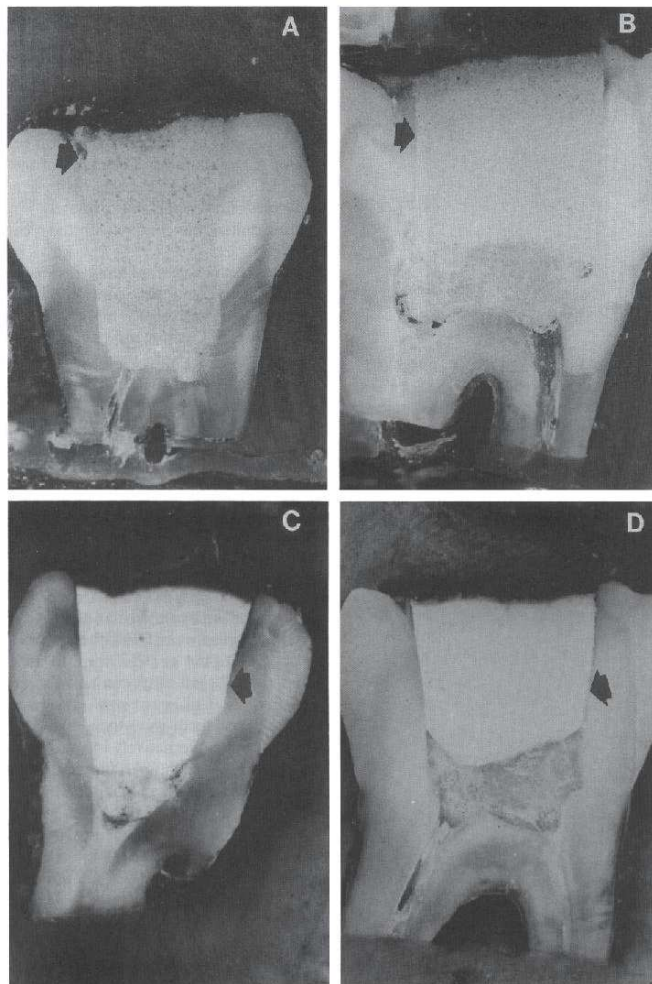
A, Side view of Cavition in place after tooth was sectioned. Arrow indicates degree of dye penetration. B, Cavit exhibits leakage, and dye does penetrate the material itself as well as material-access wall interface. C, IRM powder to liquid = 6 g/ml. D, IRM (powder to liquid = 2 g/ml). Arrow indicates marginal dye penetration.
